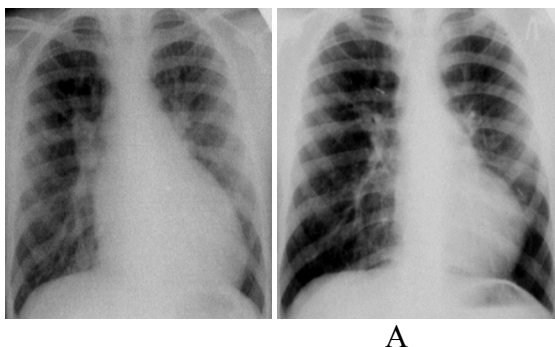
Рентгенологическая картина лёгких и сердца до (А) и после коррекции (Б) ДМЖП
